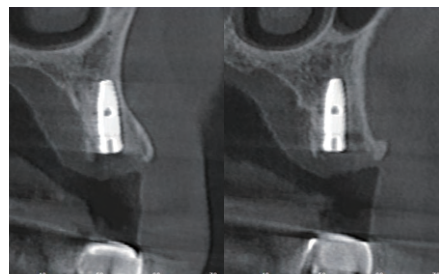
Postoperative CBCT image of #14 (Lt), #15 (Rt).
